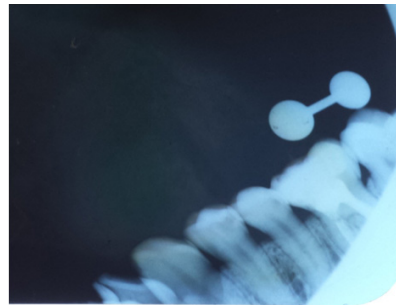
Radiografia lateral da face
